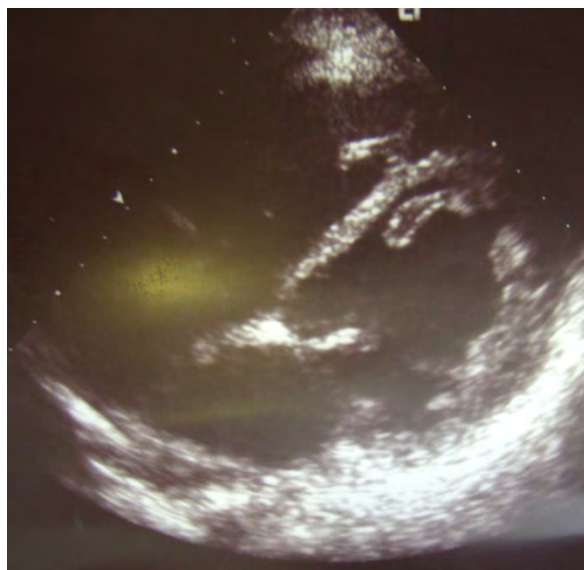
Эхокардиограмма больной А. Модифицированная четырехкамерная позиция.
